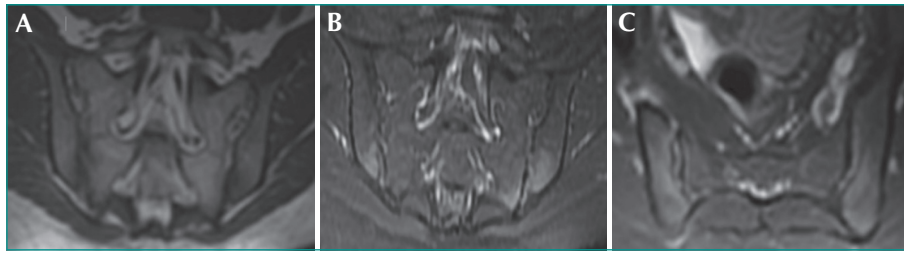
IRM des sacro-iliaques : coupe coronale T1 (A), hyposignal des deux berges de l'articulation sacro-iliaque gauche plus marquée au niveau iliaque ; coupes coronale T2 *sat fat* (B) et axiale *sat fat* (C), hypersignal des deux berges de l'articulation sacro-iliaque en bilatéral.
